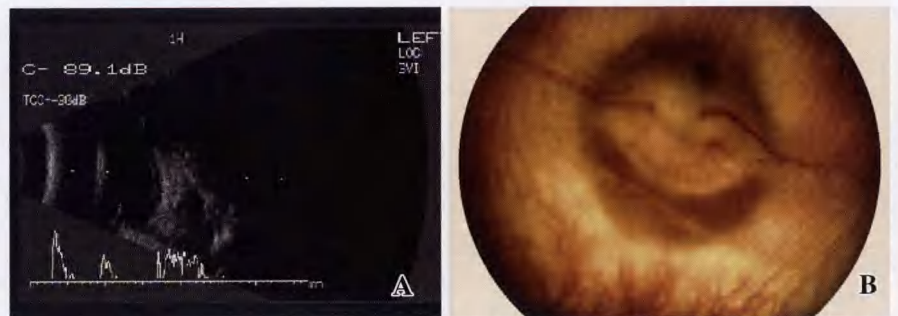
兔眼玻璃体腔注入成纤维细胞和游离苦参碱 14 d 示玻璃体增生条带 (PVR I 级) A: B 型超声检查 B: 眼底照相
